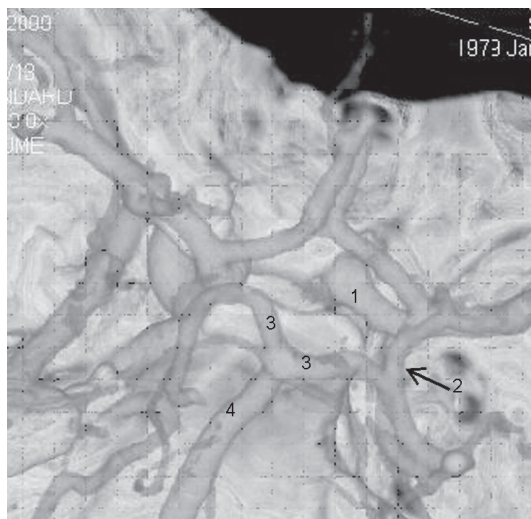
Задняя трифуркация правой внутренней сонной артерии. Компьютерная томография с ангиоконтрастированием: 1 — внутренняя сонная артерия; 2 — крупная правая задняя соединительная артерия, переходящая в заднюю мозговую артерию; 3 — задняя мозговая артерия; 4 — базилярная артерия
